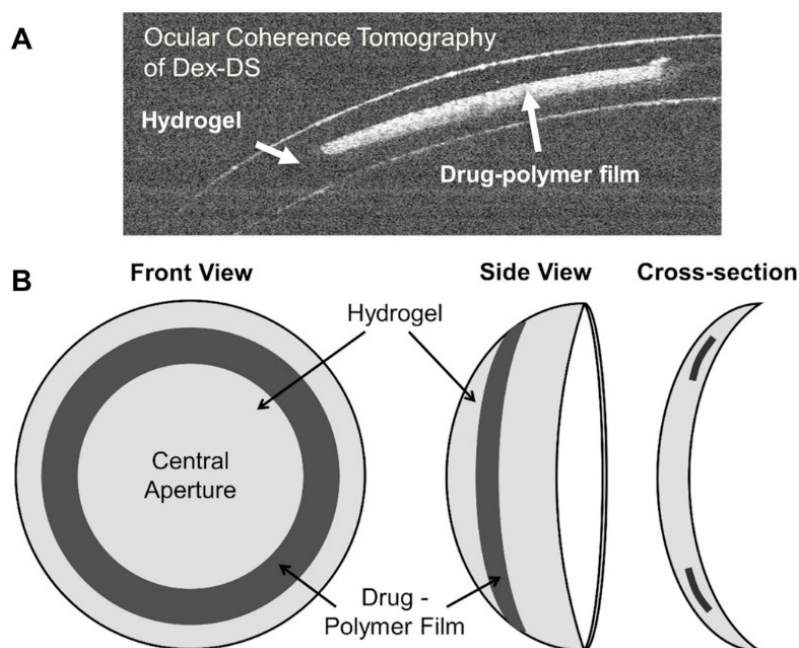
A: Immagine OCT (tomografia a coerenza ottica) di una sezione di Dex-DS.
